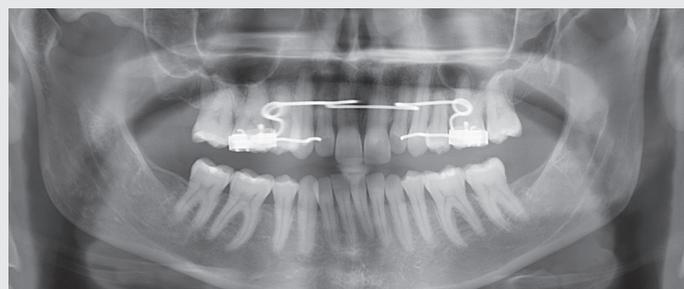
Radiographie panoramique et coupes sagittale et axiale après expansion
